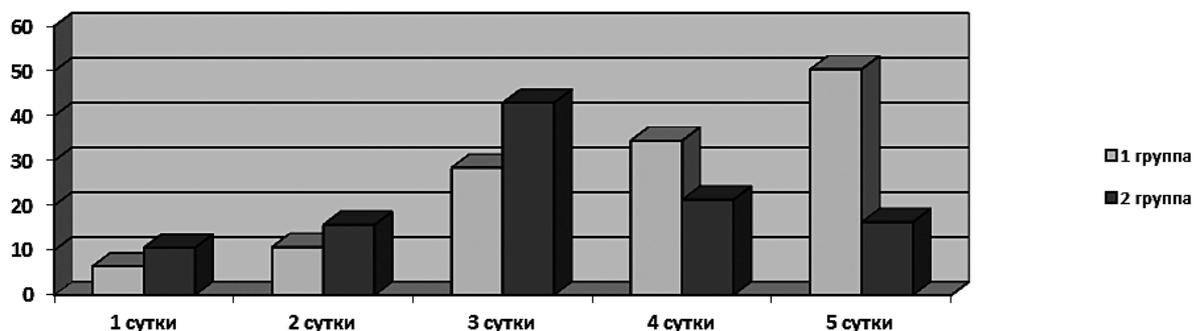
Процентное соотношение аминокислот и жировых эмульсий к общему объему инфузионной терапии
